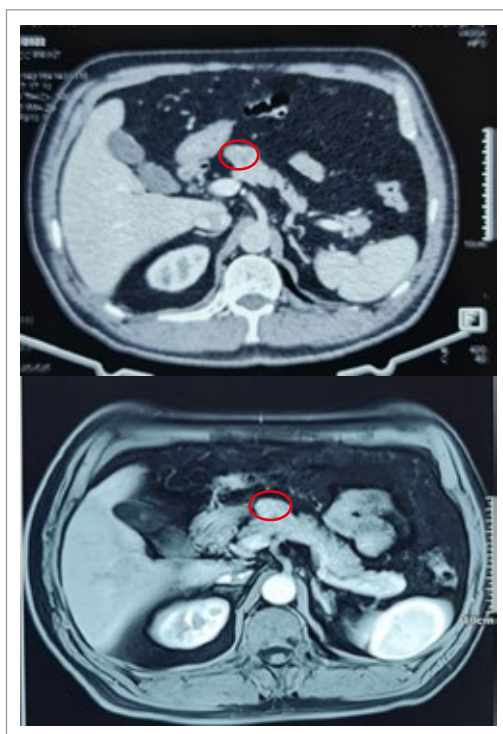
(A) TC reveló un nódulo de 4 cm en el cuerpo del páncreas. (B) Resonancia magnética mostró una masa bien circunscrita en el cuerpo del páncreas sin dilatación del ducto Wirsung.
